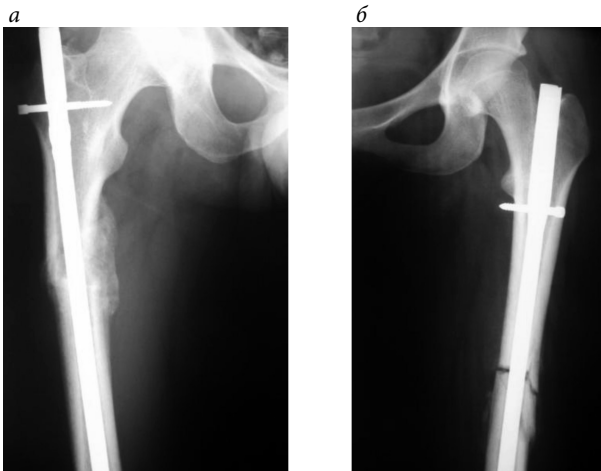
Сравнительные рентгенограммы через 12 недель после операций:
